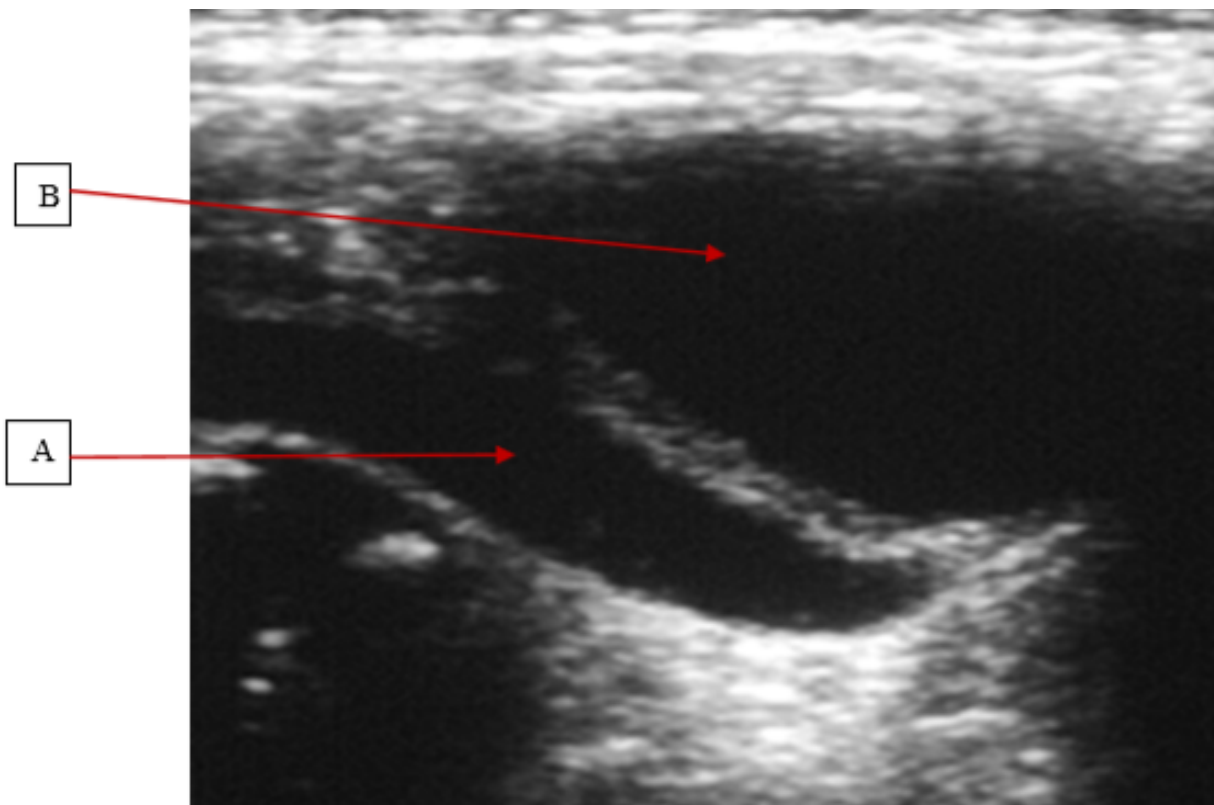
échographie postnatale qui montre la dilatation urétérale
